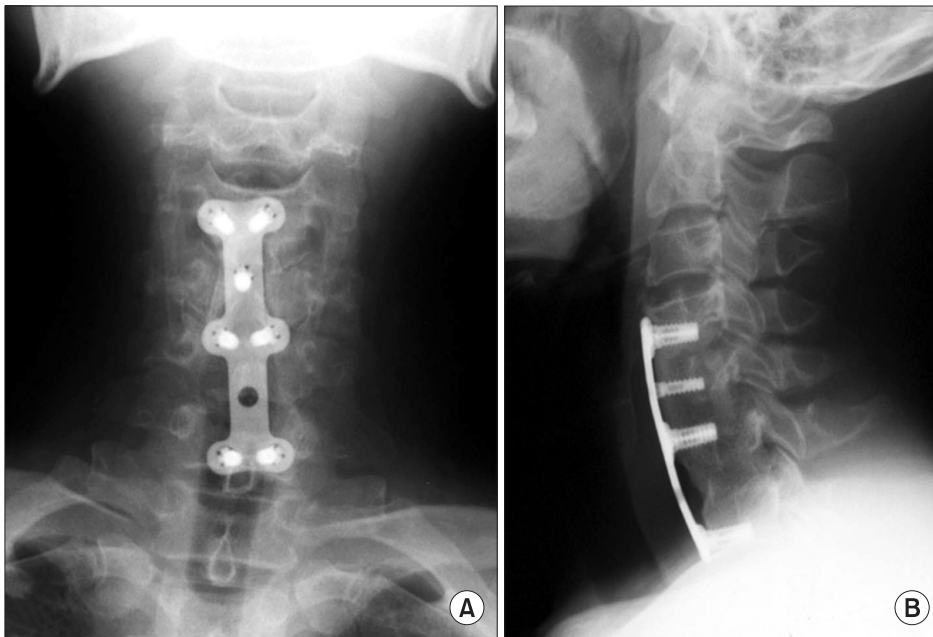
Final follow-up C-spine AP (A) and lateral (B) radiographs show the bony fusion on corpectomy, autogenous iliac graft and anterior plate fixation C3-7.
